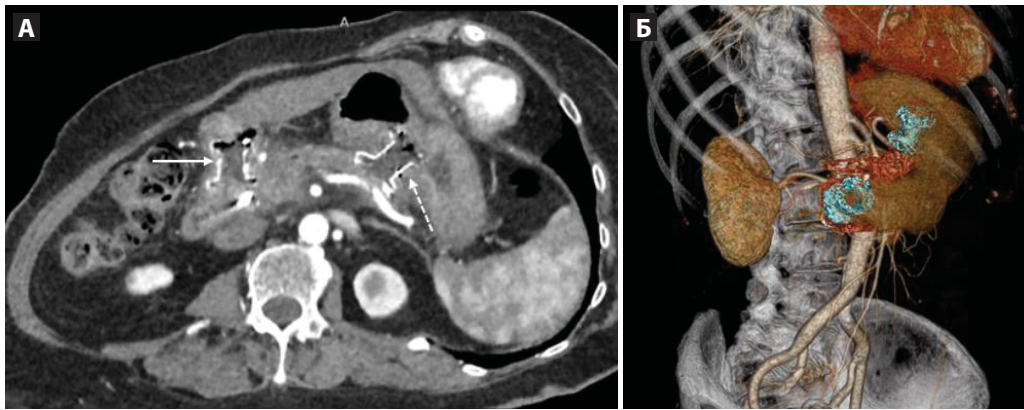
КТ после формирования цистогastro- и цистодуоденоанастомозов с использованием нитиноловых стентов. Криволинейная (А) и 3D-реконструкция (Б), панкреатическая фаза. Цистогastroанастомоз (пунктирная стрелка) и цистодуоденоанастомоз (тонкая стрелка)
